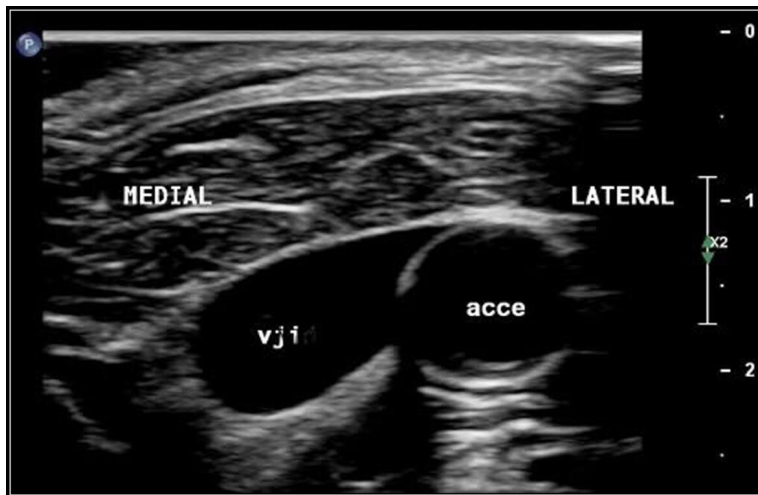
Ultrassonografia vascular com Doppler colorido cervical à esquerda demonstrando o posicionamento da veia jugular interna medial ao trajeto da artéria carótida comum.
